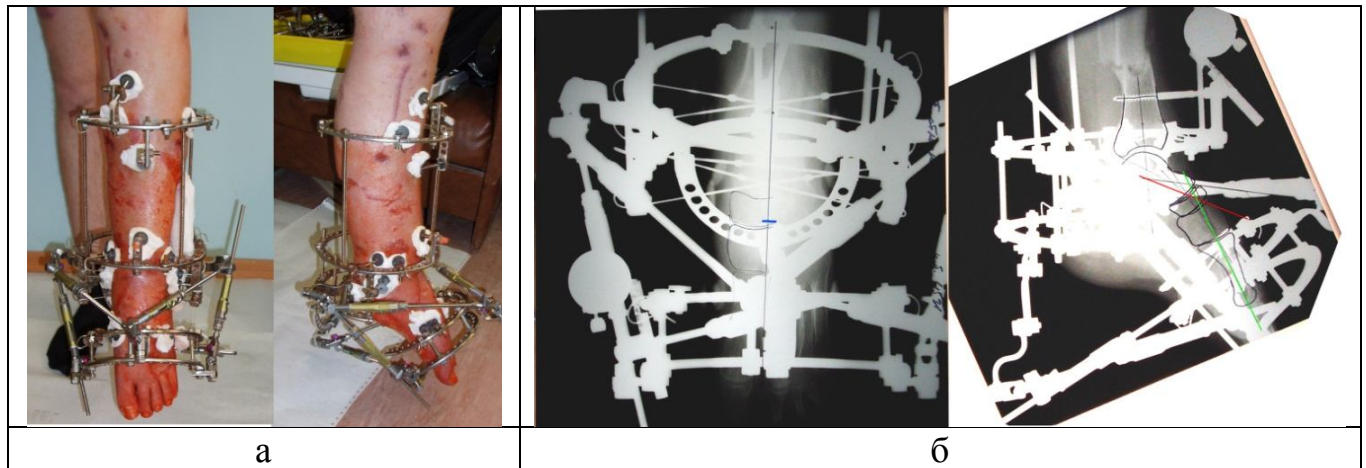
Пациент П., третьи сутки после операции: а – внешний вид стопы и голени спереди и сбоку; б – рентгенограммы в прямой подошвенной и боковой проекциях
